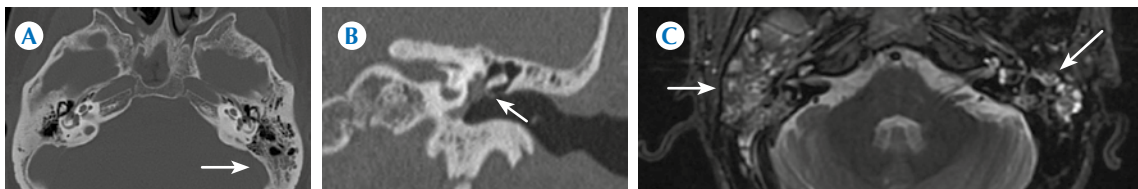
Otitis media. Tomografía, alta resolución, ventana ósea. A) Proyección axial: leve engrosamiento mucoso en las celdillas etmoidales del lado izquierdo (flecha). B) Proyección coronal: tejido de densidad de partes blandas en meso- e hipotímpano izquierdos, aunado a retracción de la membrana timpánica (flecha). C) Resonancia magnética, secuencia T2, proyección axial: engrosamiento mucoso en las celdillas mastoideas, bilaterales (flechas).
